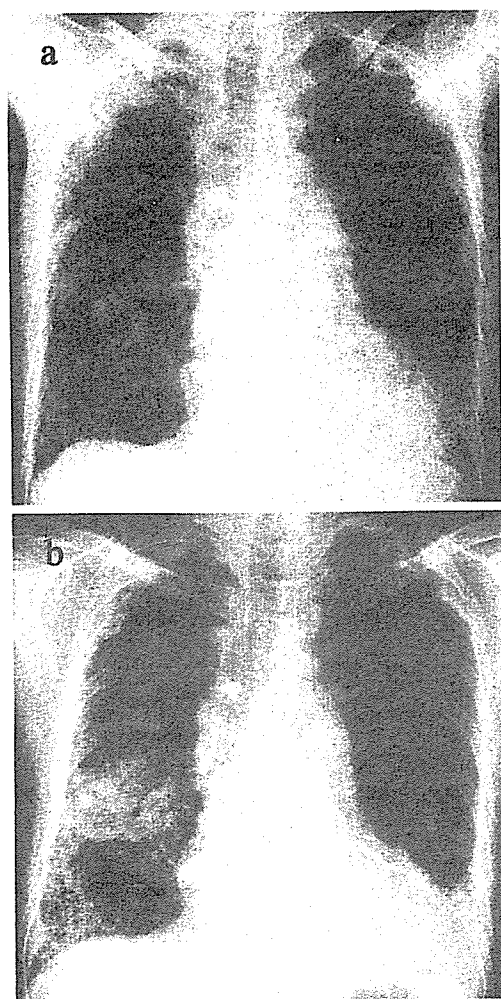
Chest radiographs. a) Taken on February 22, 2005, showing consolidation in the right middle lung field and reticular opacities in the bilateral lower lung fields. b) Taken on admission March 4, showing progressive infiltrative and reticular shadows in the right lung, and consolidation in the left middle lung field.
